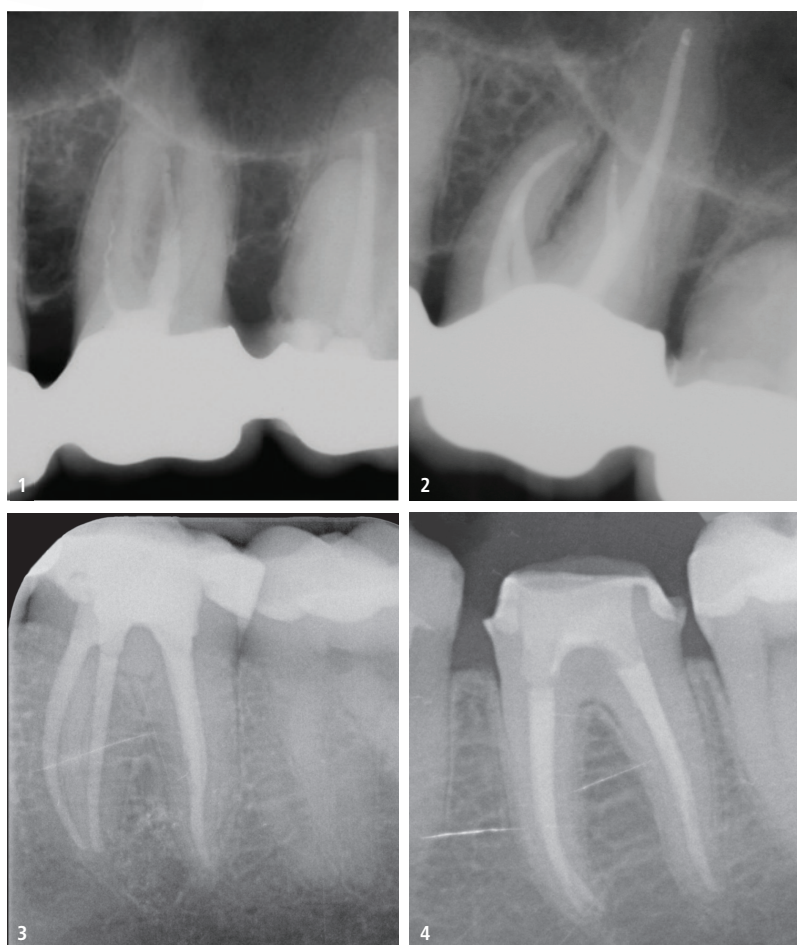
Zahn 26: Insuffiziente Wurzelfüllung, Instrumentenfragment, nicht aufbereiteter mb2. – Abb. 2: Zahn 26: Zustand nach Revisionsbehandlung und erneuter Wurzelfüllung. – Abb. 3: Zahn 36: Röntgenologisch suffiziente Wurzelfüllung, Patient beklagt dennoch starke Beschwerden. – Abb. 4: Zahn 36: Zustand nach Revisionsbehandlung und erneuter Wurzelfüllung.
